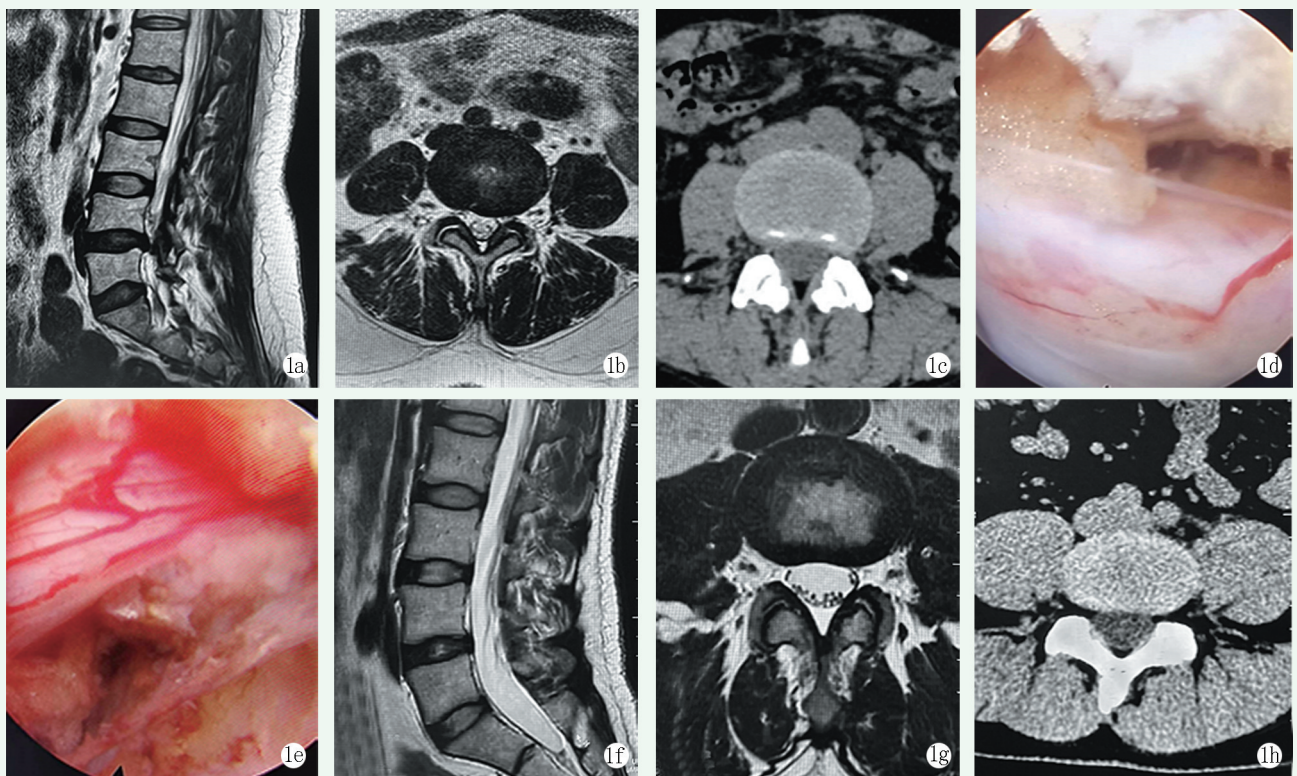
患者,女,45 岁,腰痛 3 年加重 3 个月,向双下肢放射。1a, 1b: 术前 MRI 图像显示 L<sub>4/5</sub> 椎间盘向后中央突出, L<sub>3/4</sub>、L<sub>5</sub>S<sub>1</sub> 椎间盘向四周不同程度膨出,相应平面硬膜囊及双侧椎间孔受压; 1c: 术前 CT 图像显示相应改变; 1d, 1e: 内镜下椎管减压后所见; 1f~1h: 术后 3 个月 MRI 及 CT 图像显示 L<sub>4/5</sub> 椎间盘后缘恢复正常,椎间孔受压解除。
